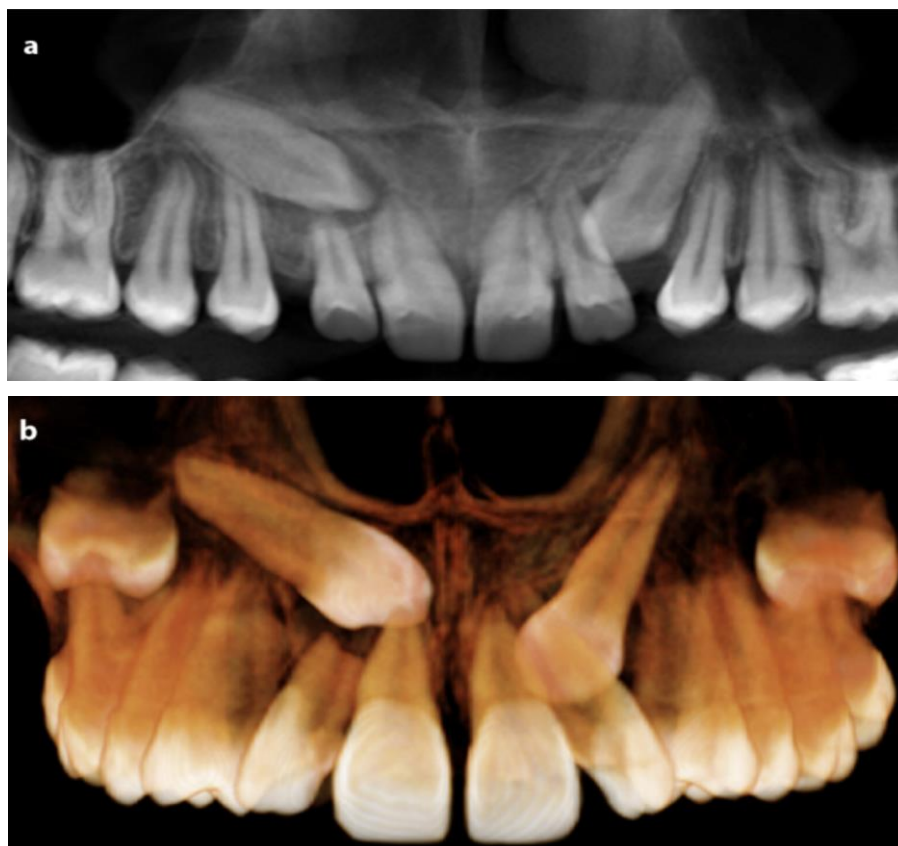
Paciente com reabsorção do incisivo lateral antes do tratamento ortodôntico retirado de El et al, 2020 (El et al, 2020). (a) Parte da reconstrução panorâmica por CBCT; (b) Reconstrução 3D.
